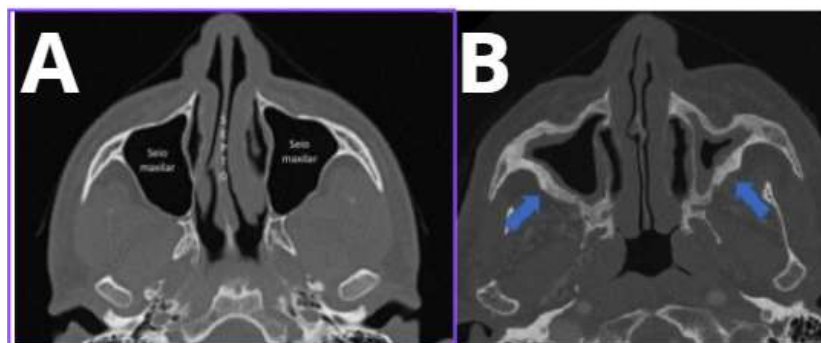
A: Tomografia Computadorizada de Seios da Face
